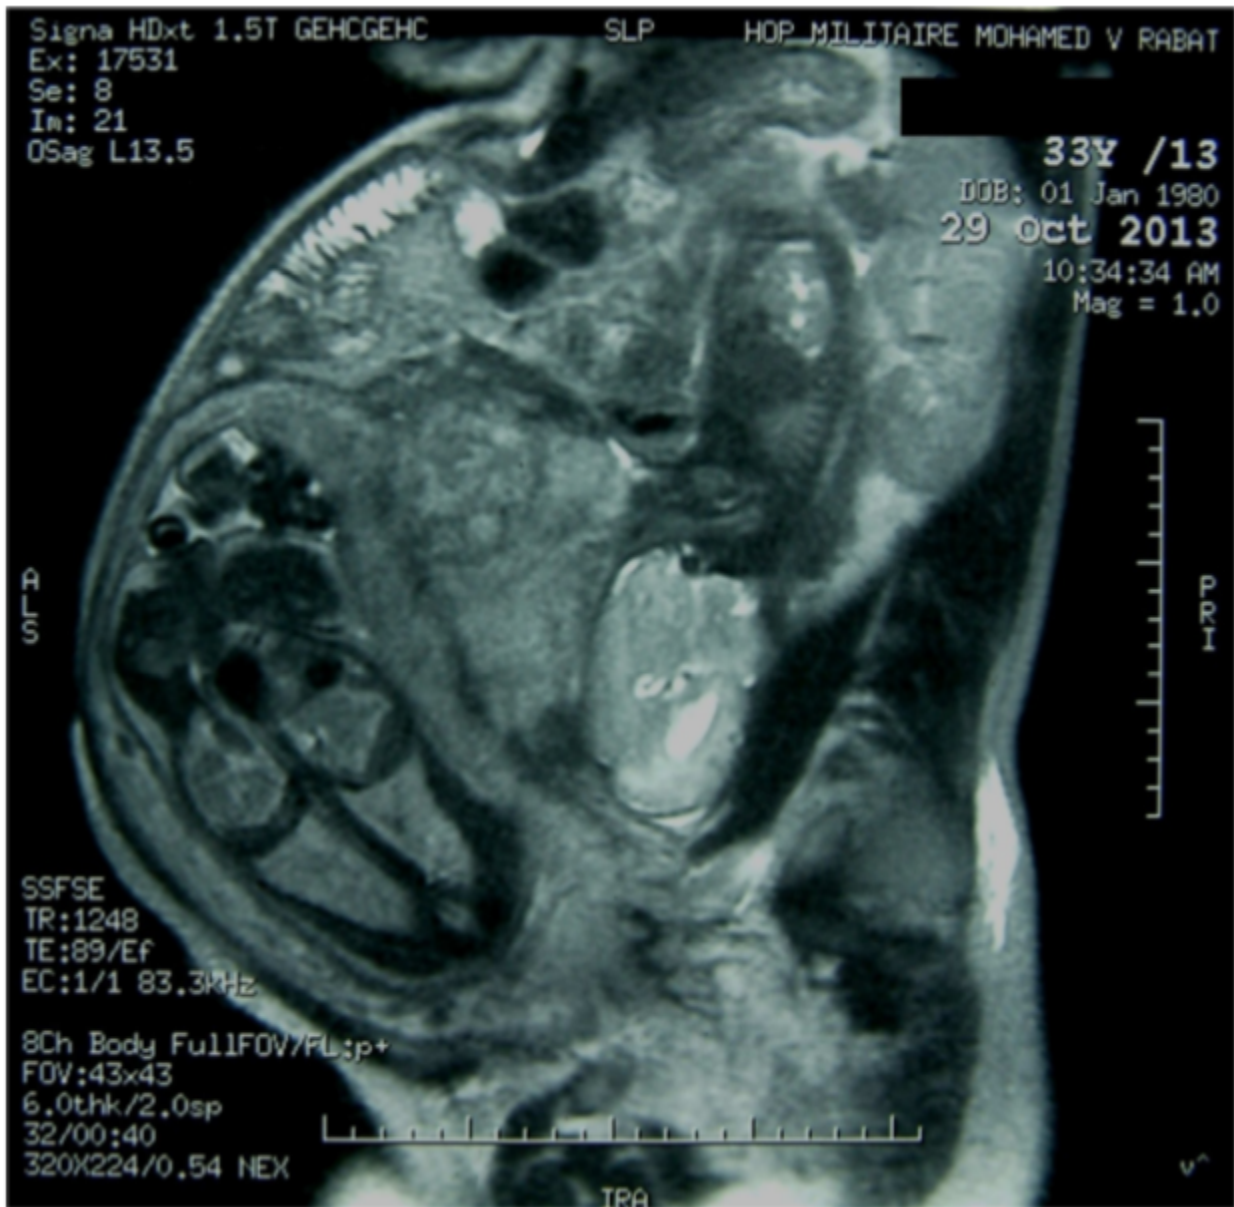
IRM abdomino-pelvienne à 32 SA (coupe sagittale).
